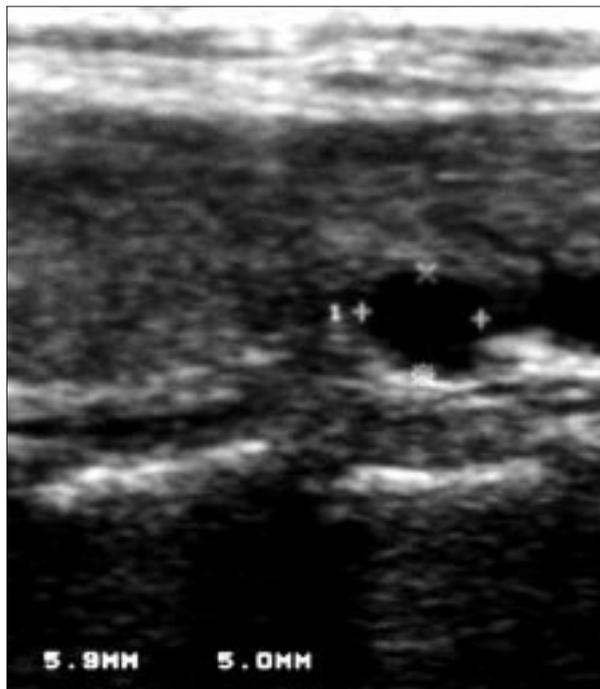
Ecografía 6 meses después de la PAAF.
